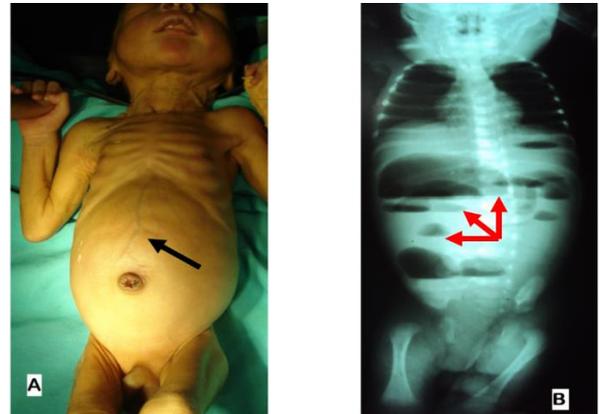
A : Nouveau-né de 6 jours présentant une occlusion intestinale avec ballonnement abdominal et circulation veineuse collatérale (flèche noire). B : Radiographie thoraco-abdominale du même patient montrant de nombreux niveaux hydro aériques (flèches rouges)
